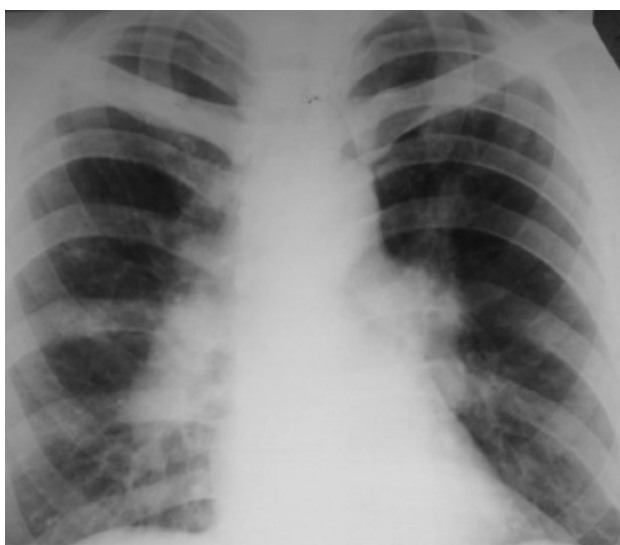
Обзорная рентгенограмма больного С.
